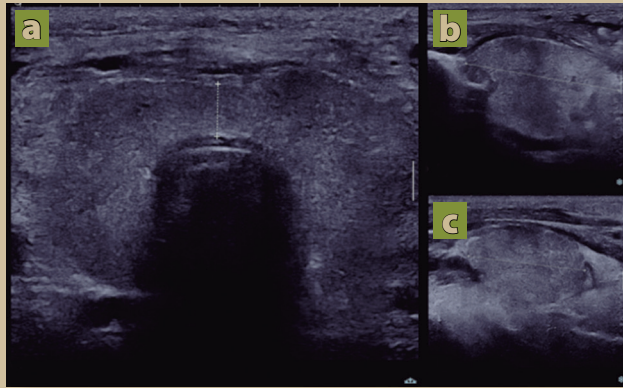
Ultrasonido con incremento de tamaño de glándula tiroides, engrosamiento del istmo, con patrón pseudonodular. a) Corte axial, b) sagital de lóbulo izquierdo y c) lóbulo derecho.
